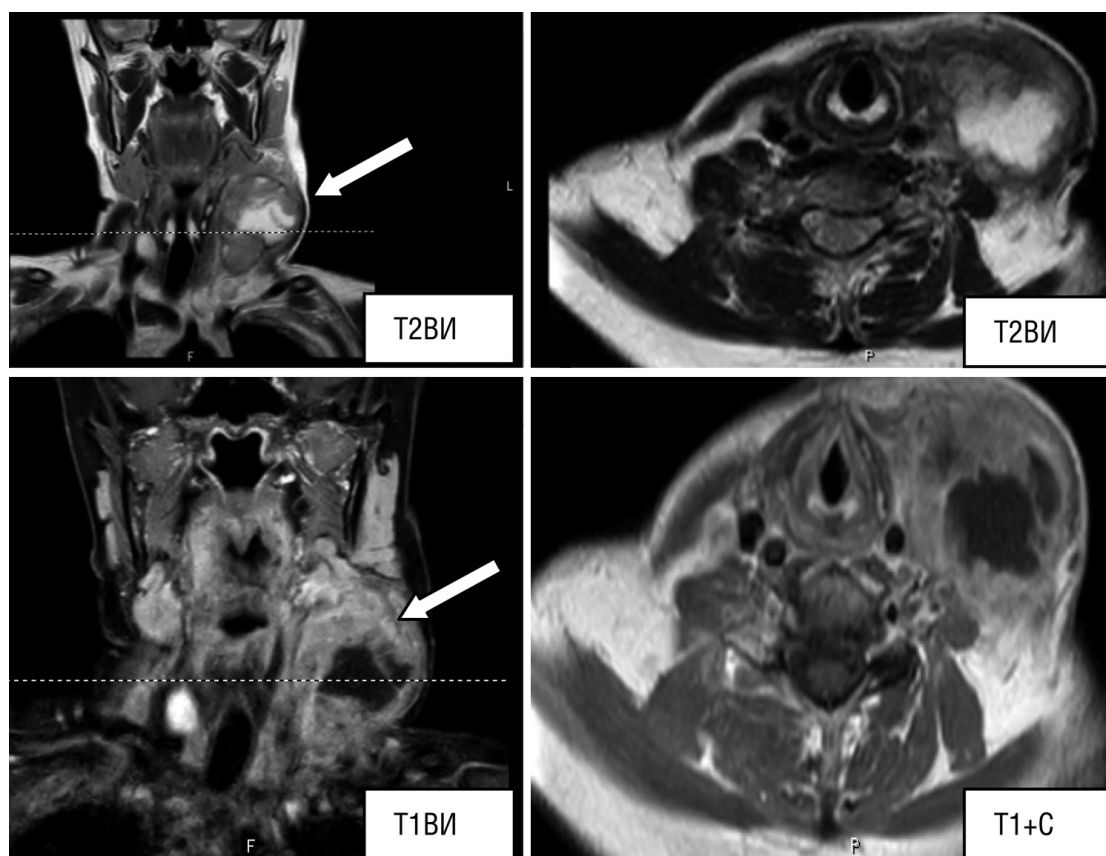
МРТ шеи в корональной и аксиальной проекциях. T2 ВИ, T1 ВИ, T1ВИ с в/в введением контрастного средства. Рак щитовидной железы (карцинома – белая стрелка). На T2ВИ визуализируется объемное образование с областью некроза в центре (гиперинтенсивный сигнал) и инфильтративным ростом в левой доле ЩЖ (изоинтенсивный сигнал от ткани). T1ВИ+С. Объемное образование сохраняет гипоинтенсивный сигнал в области некроза. Ткань образования накапливает контрастное средство (гиперинтенсивный сигнал)
